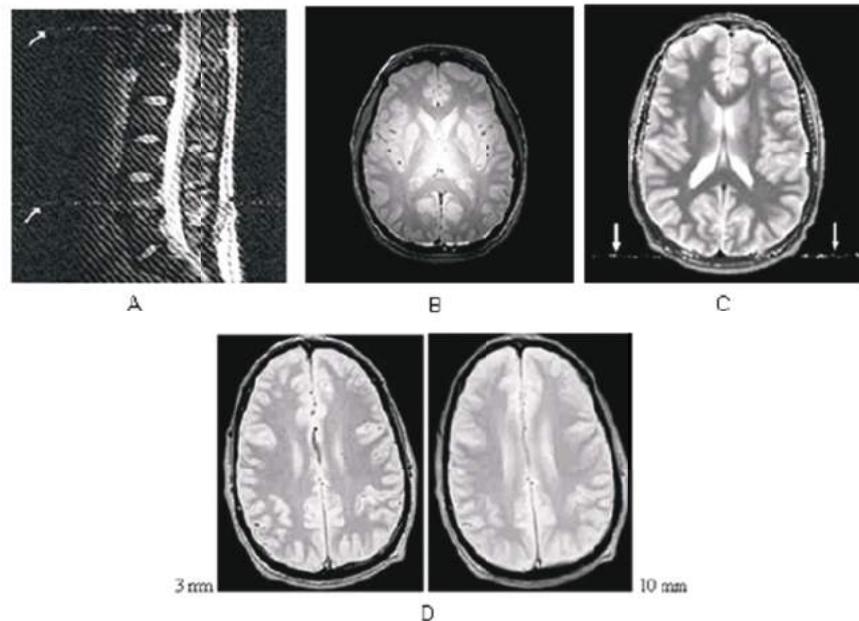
Ejemplos de artefactos de RM. A) Artefacto de cuadratura. B) Ruido de inhomogeneidad. C) Artefacto de movimiento por pulsación de la vena sagital superior (ver flechas). D) Efecto de volumen parcial (obsérvese cómo cambian los contornos en función del tamaño del vóxel para cortes de 3 y de 10 mm de espesor).
